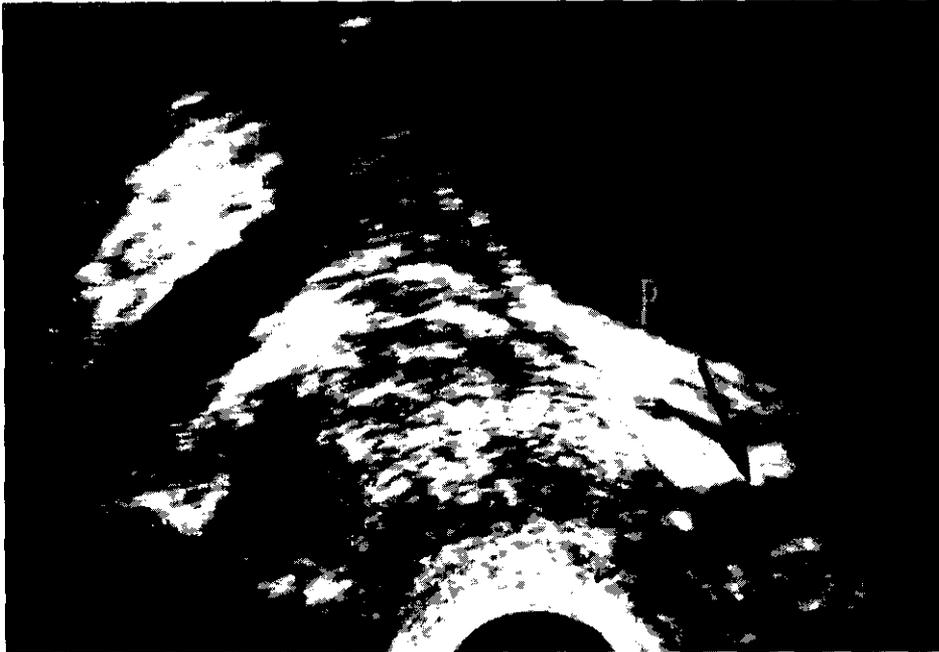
Ecografía prostática transrectal. Sección longitudinal. La uretra membranosa (flecha) es un tubo hipoecoico que se dirige hacia el pubis.
